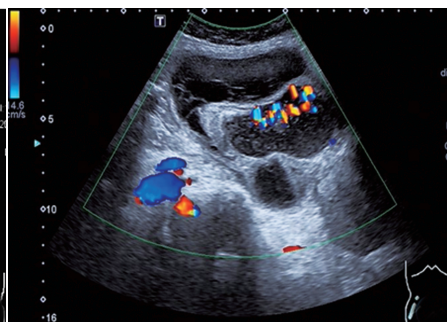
超声示腹膜 BCM 病灶内见沉积物,CDFI见快闪伪像,未探及明显血流信号
